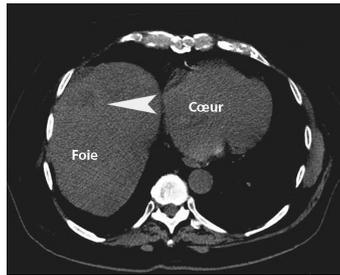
Carcinome hépatocellulaire. TDM au temps artériel
